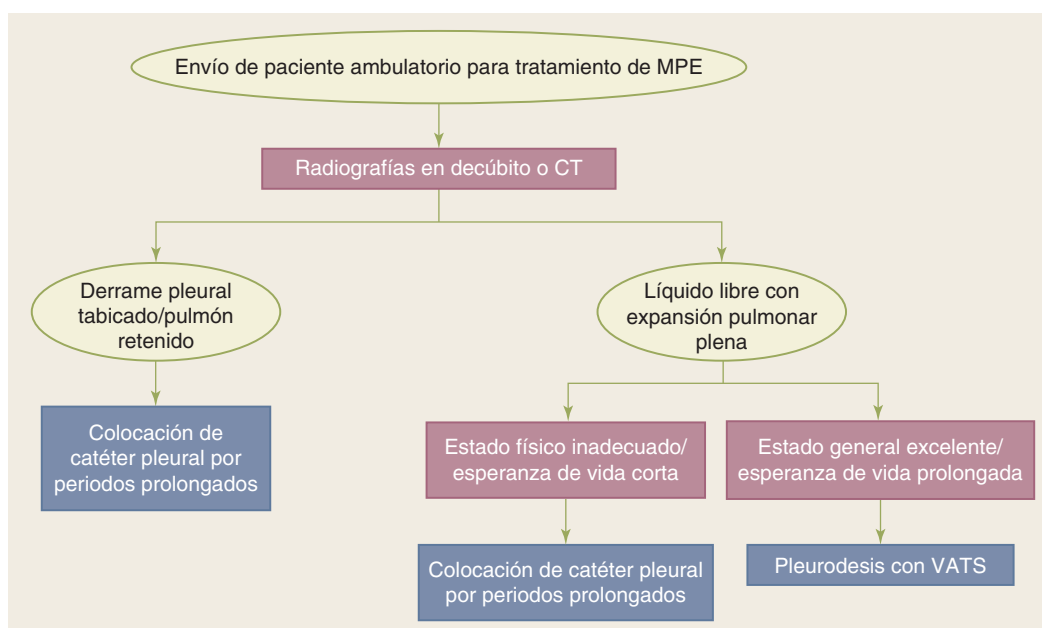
Algoritmo de decisión terapéutica para el derrame pleural maligno (MPE). CT, tomografía computarizada; VATS, cirugía torácica asistida con video.
